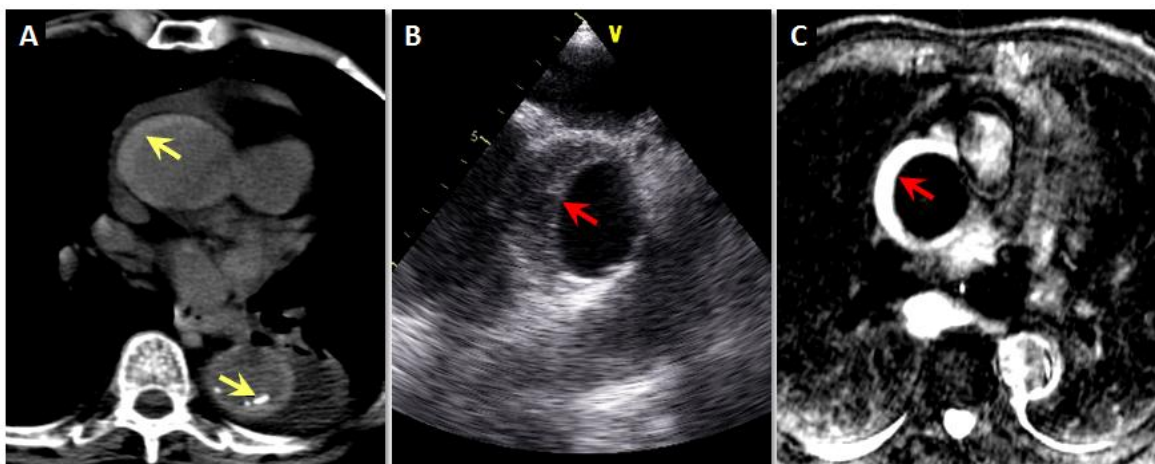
HIA evaluado mediante diferentes técnicas de imagen. (A) Imagen axial de TC sin contraste que muestra un engrosamiento hiperdenso en semiluna de la pared de la aorta ascendente y descendente (flechas) sugestivo de HIA. (B) ETE en plano eje corto a nivel de aorta ascendente mostrando el engrosamiento en semiluna de la pared aórtica (flecha), compatible con HIA. (C) Imagen axial de RM turbo spin-eco potenciada en T2 mostrando hiperintensidad de señal de la pared aórtica secundaria a HIA agudo (flecha). Fuente: Evangelista y col. Nat Rev Cardiol 2013;10(8):477-86 (referencia 4).
